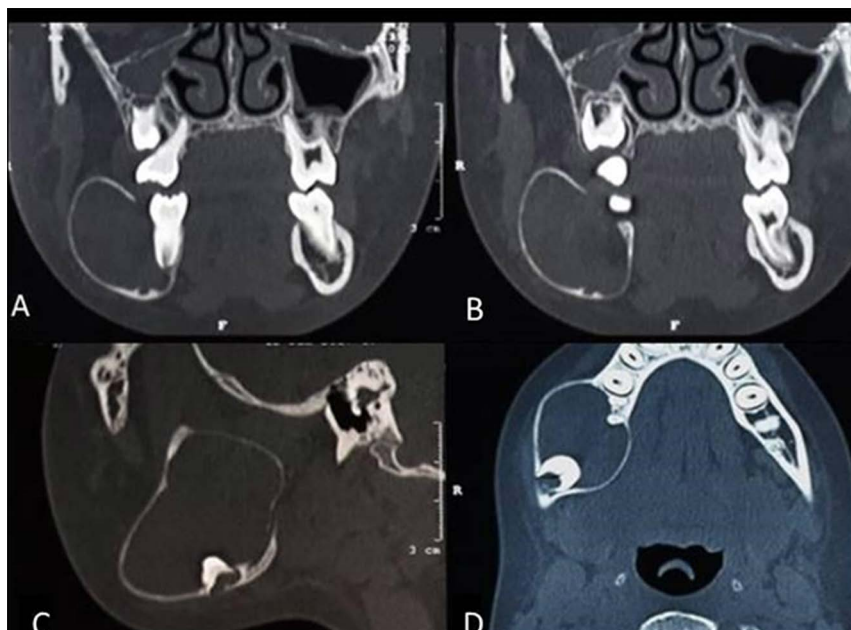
Tomografía axial computarizada A y B, imágenes coronales, C, Imagen sagital, D, Imagen axial.
